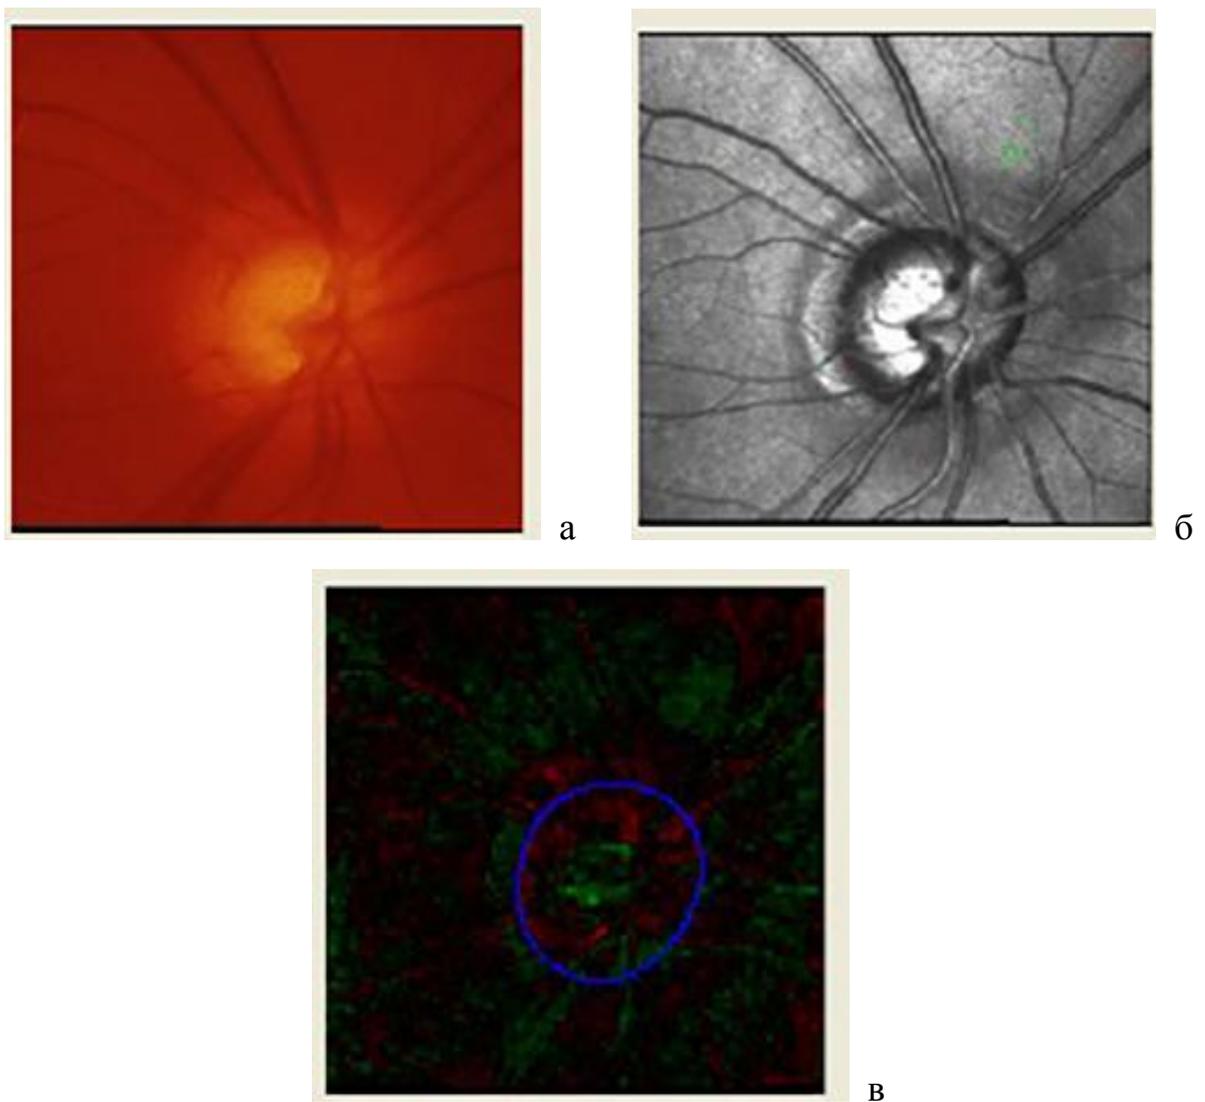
а - в – Морфометрическая стабилизация параметров ДЗН левого глаза пациентки Р. через 24 месяца после КЛТ (ретинотомограмма HRT-3)
